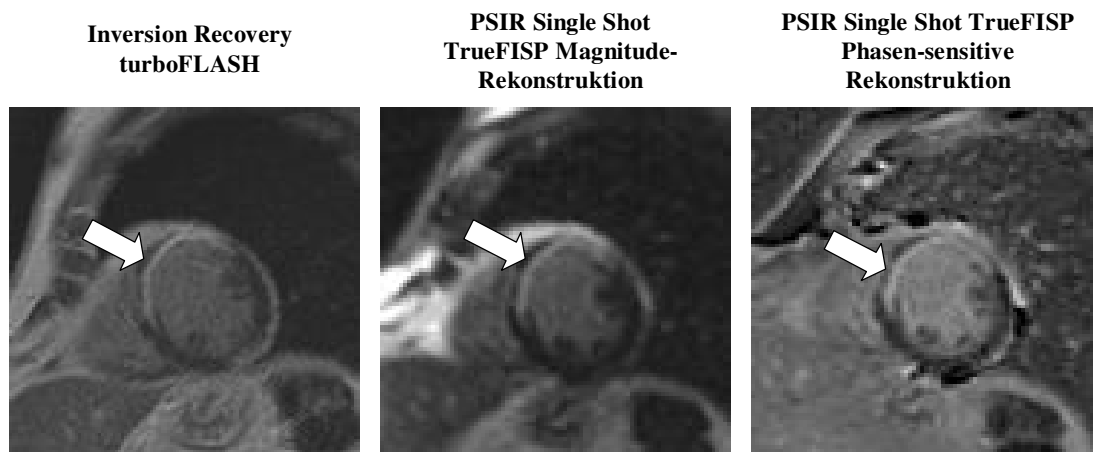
MRT-Bilder eines 70-jährigen Patienten. Der Pfeil zeigt auf den anterior und anteroseptal lokalisierten Myokardinfarkt bei Verschluss der LAD. Die Bilder wurden der kurzen Herzachse entnommen und zeigen eine midpapilläre Schichtposition. Alle drei Bildtypen wurden an identischer Schichtposition mit einer optimierten Inversionszeit von 260 msec aufgenommen. Das erste Bild der Zeile wurde von der Inversion Recovery turboFLASH-Einzelschichttechnik erzeugt. Die zweite und dritte Aufnahme der Bilderzeile zeigt das Magnitude- bzw. Phasen-sensitiv rekonstruierte Bild der PSIR Single Shot TrueFISP-Sequenz. Die hyperintense Infarktfläche erscheint in ihrer Ausdehnung auf allen drei Bildern relativ deckungsgleich.
